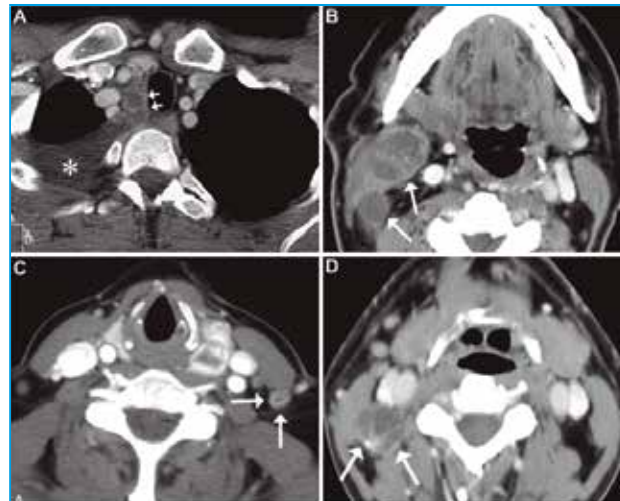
Las imágenes expuestas corresponden a TC con cortes axiales de pacientes con tuberculosis ganglionar (flechas cortas) y derrame pleural en el vértice pulmonar (asterisco) (A), y tres casos de lesiones ganglionares de tamaño variable (flechas), correspondientes a metástasis característicamente hipodensas de carcinoma papilar de tiroides (B,C,D).
